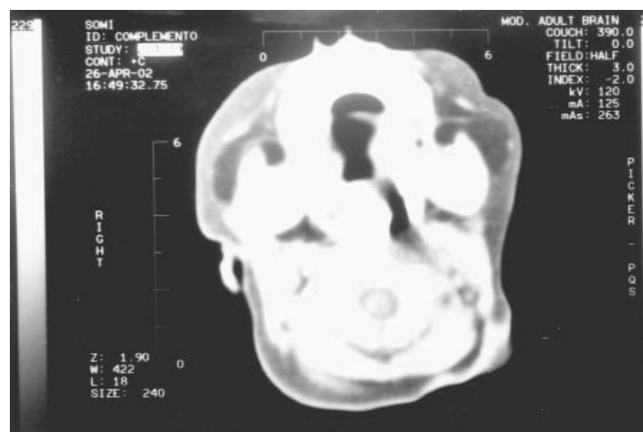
Imagen de TAC a nivel craneano y nasofaringe.
